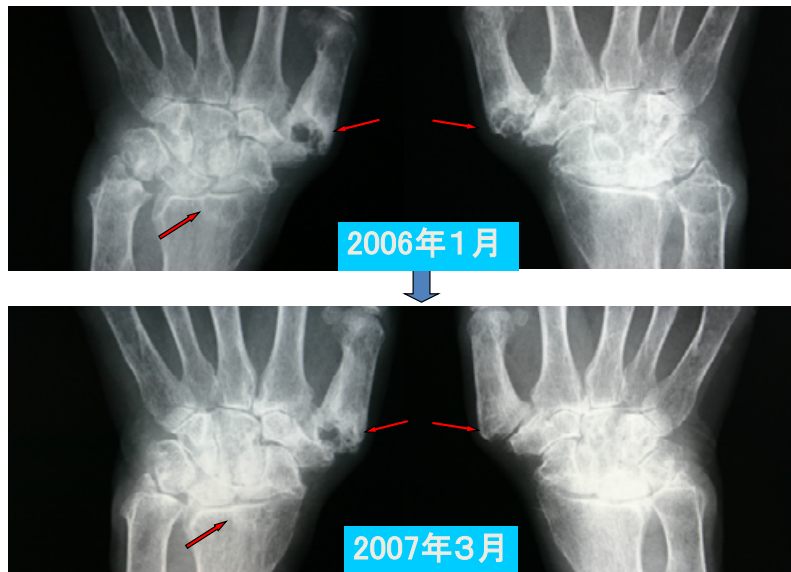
X線所見の改善が見られた症例：両母指中手骨基部のシストが縮小し関節面の修復が認められる。橈骨のシストも消失している。
